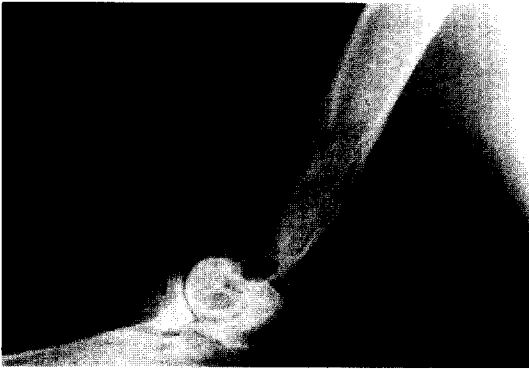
Lateral radiograph of the right humerus showing increased opacity in the medullary cavity.
